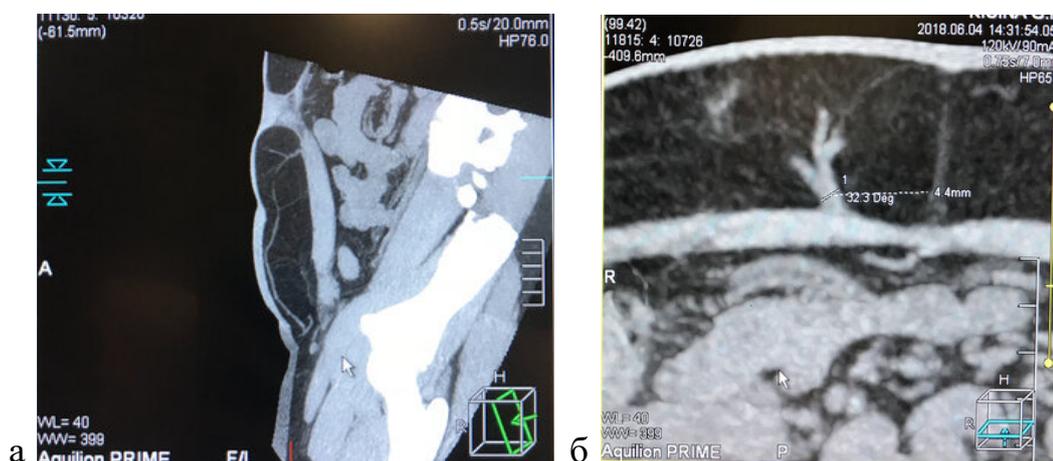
Вид доминантного перфорантного сосуда на КТ-ангиографии и его диаметр: а – доминантный перфорантный сосуд на КТ-ангиографии (сагиттальная проекция); б – измерение диаметра доминантного перфорантного сосуда на КТ-ангиографии
